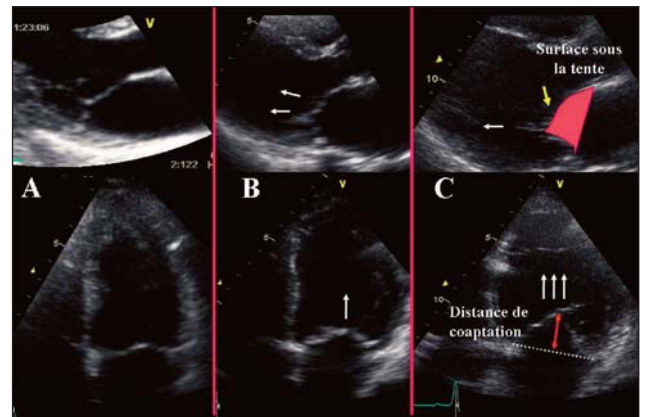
Déformation de l'appareil valvulaire mitral quantifiée par la surface sous la tente en incidence parasternale long axe (surface délimitée par le corps des feuillets valvulaire et l'anneau mitral) et la distance de coaptation en coupe apicale des 4 cavités (distance séparant le plan de l'anneau mitral de la zone de coaptation). a) patient normal : pas de traction des feuillets valvulaires ; b) patient ischémique avec déformation modérée ; c) patient ischémique avec déformation sévère.
